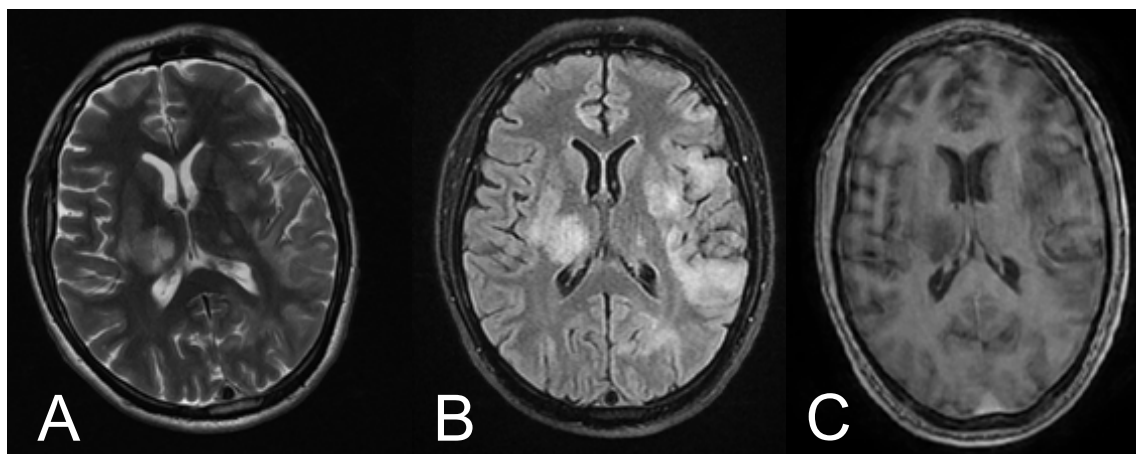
Resonancia magnética nuclear. Imagen A: secuencia en T2 donde se observa hiperintensidad en sustancia blanca en ganglio basal izquierdo y varios focos hemisféricos bilaterales, de predominio frontotemporal izquierdo y afectación de fibras en "U". Imagen B: secuencia en FLAIR donde se observa de igual manera hiperintensidad en zonas descritas en T2. Imagen C: secuencia en T1 con contraste, donde se observa hipointensidad en áreas afectas sin realce al contraste.
